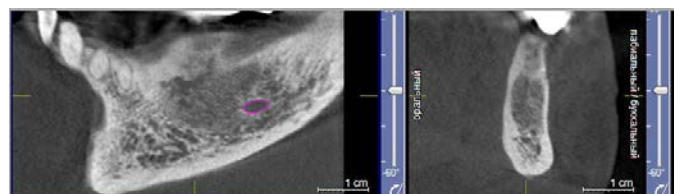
КТ нижней челюсти через 3 года после операции
